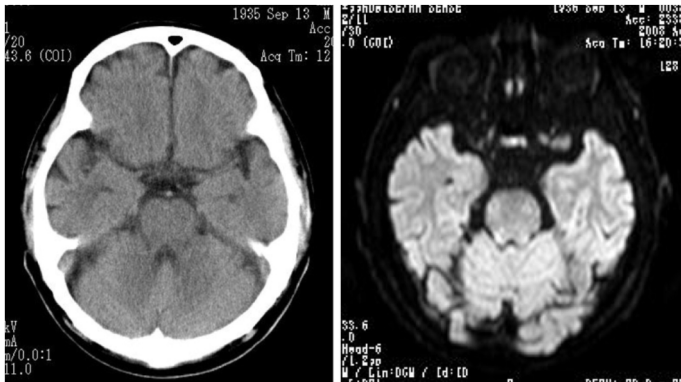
入院時頭部CTならびに頭部MRI拡散強調画像
